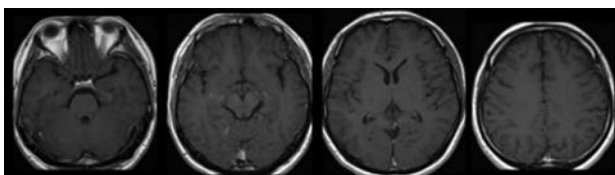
Brain MRI findings after 3 months treatment with prednisolone. T1-weighted post gadolinium images showed remarkable resolutions of the enhancement lesions.
